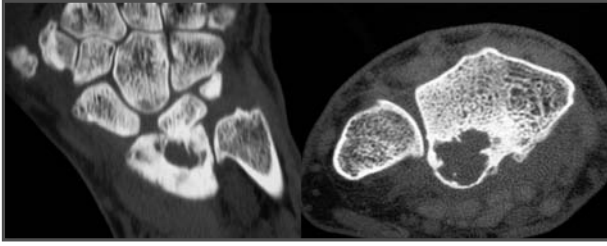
TC preoperatoria que muestra una lesión tipo SLAC y una lesión quística en el radio distal.
